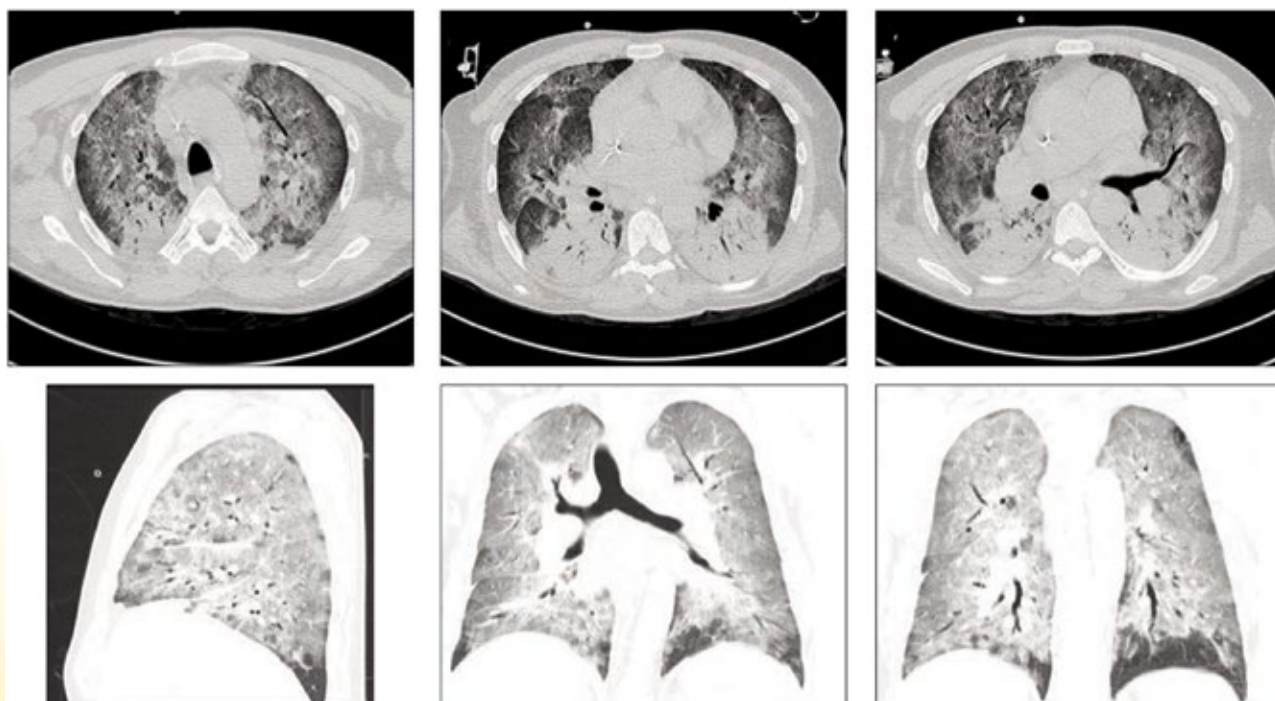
КТ-признаки СЧС. Периферические уплотнения легочной паренхимы по типу матового стекла и консолидации, центрилобулярные очаги, утолщение стенок бронхов, увеличение калибра периферических легочных сосудов. Двусторонние легочные инфильтраты, эозинофильная пневмония
